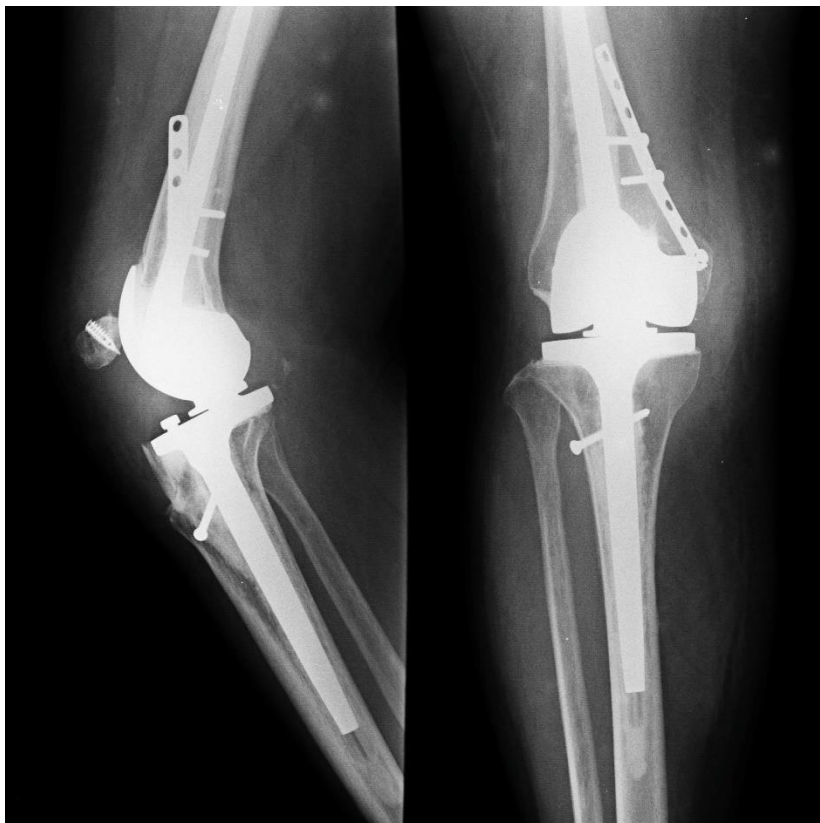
Radiografía control a los 16 meses post cirugía
